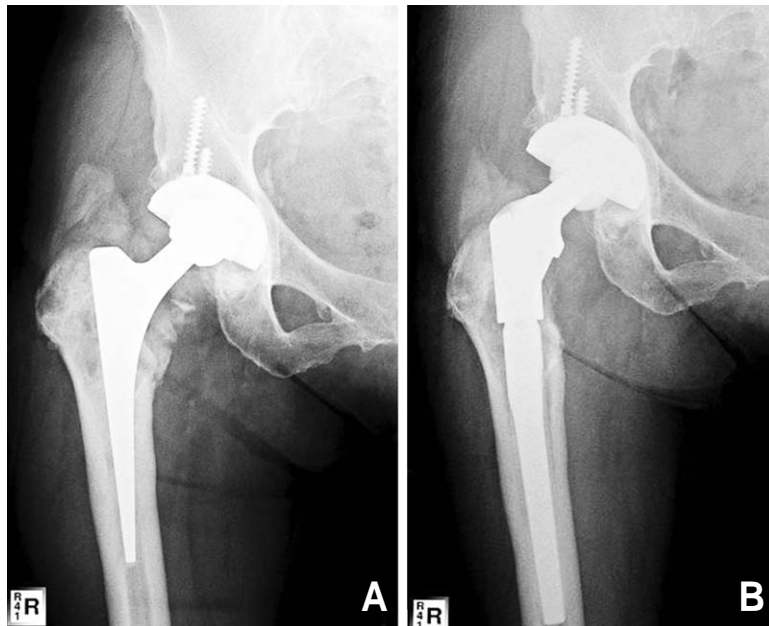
(A) Preoperative radiograph of a 57-year-old woman shows focal osteolysis around the cemented proximal femoral stem. (B) Postoperative radiograph of the same hip after revision with modular femoral stem shows well fixed femoral component.
